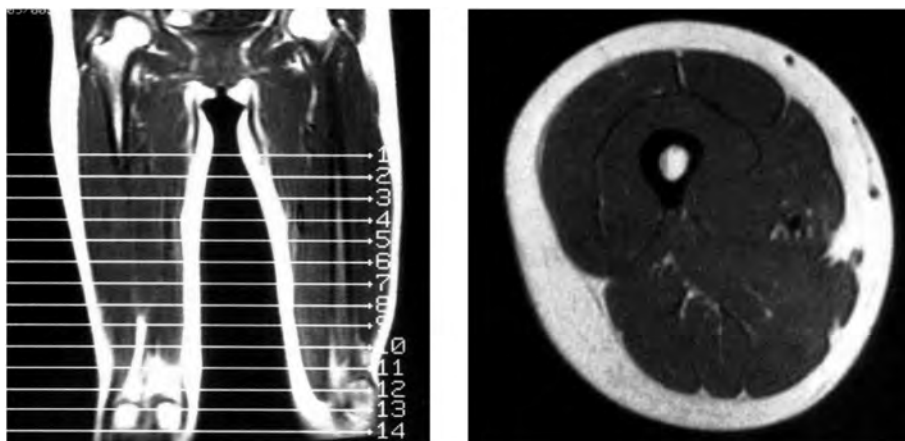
MRIによる筋断面積の計測（大腿部）¹⁸⁾
